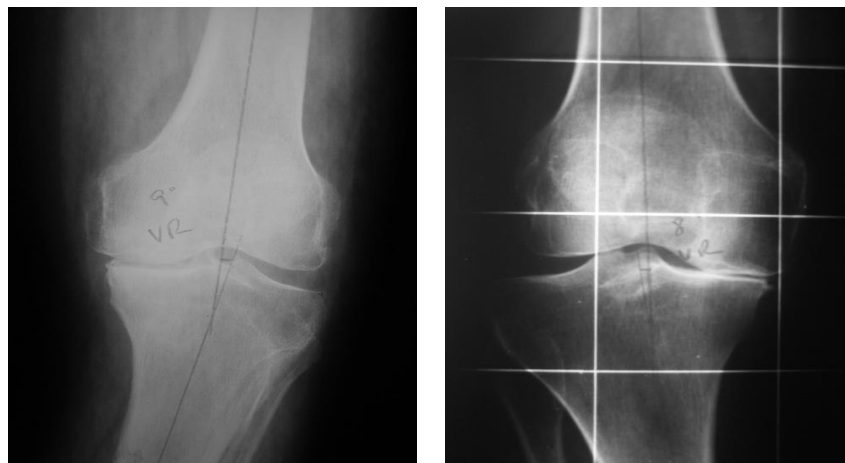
Radiografía simple y telerradiografía de dos rodillas con grados avanzados de artrosis
